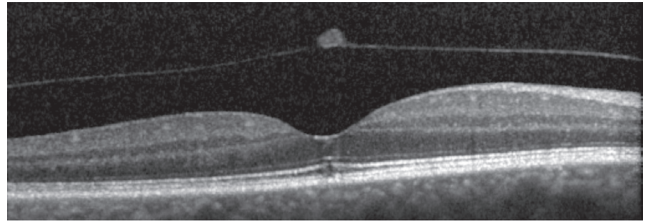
Olgu 2; spektral domain optik koherens tomografide 42 aylık takipte, eksternal limitan membran ve iç segment/dış segment hattındaki mikro defekt
